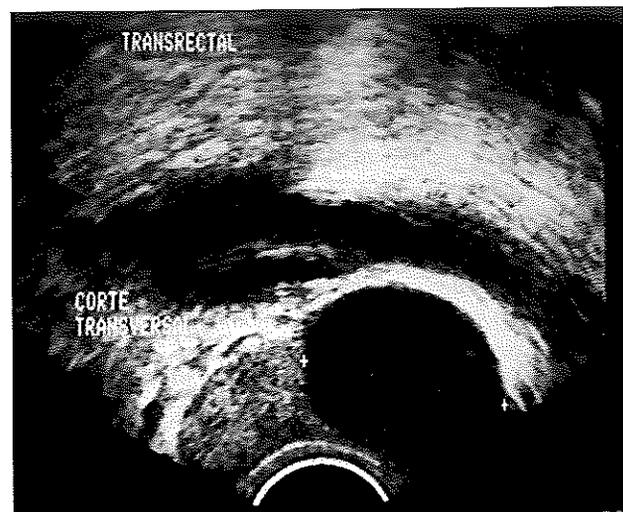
Ecografía transrectal. Corte transversal. Quiste de 3 cm.
